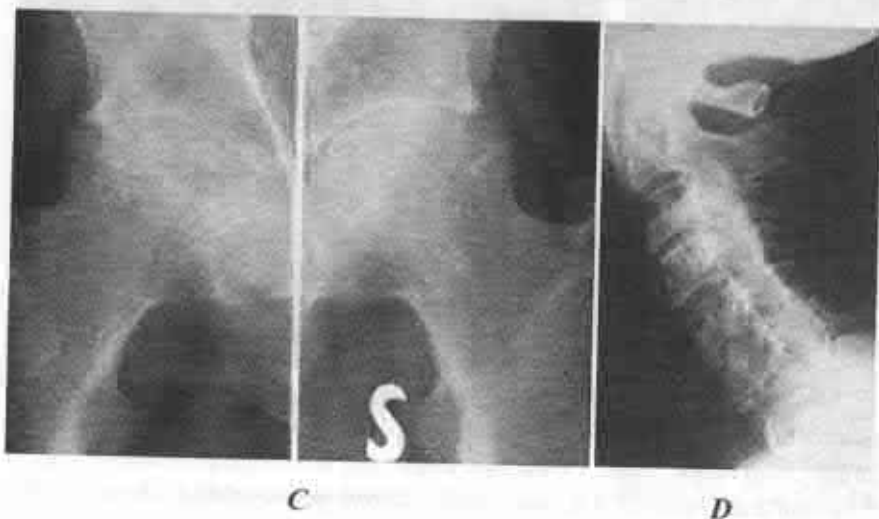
A – radiografia vertebrelor toracolombare: sindesmofitoză răspândită. B – radiografia mâinilor: osteoporoză juxtaarticulară a articulațiilor IF și MCF, îngustarea spațiului articular IF. C – radiografia articulațiilor coxofemurale: artrită bilaterală, cu îngustarea spațiilor articulare, modificări structurale, predistructive predominant pe dreapta. D – radiografia vertebrelor cervicale: incidență laterală – anchiloză totală în articulațiile intervertebrale.
